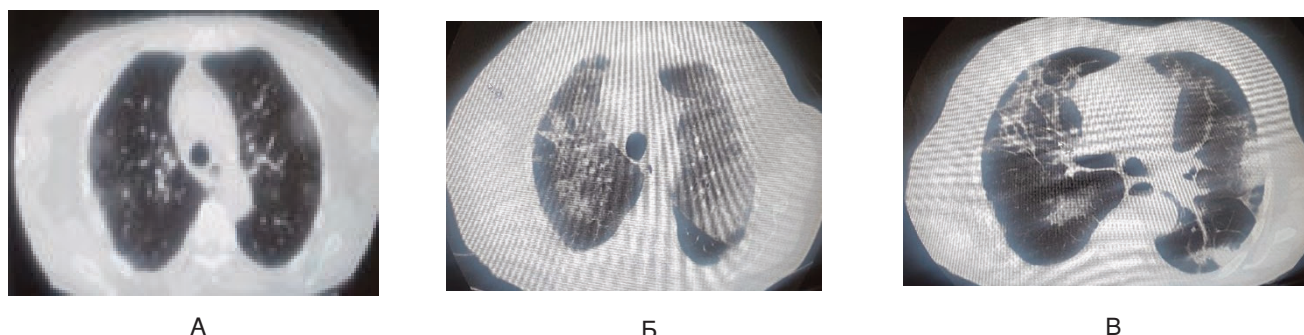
Динамика КТ ОГК за период госпитализации
